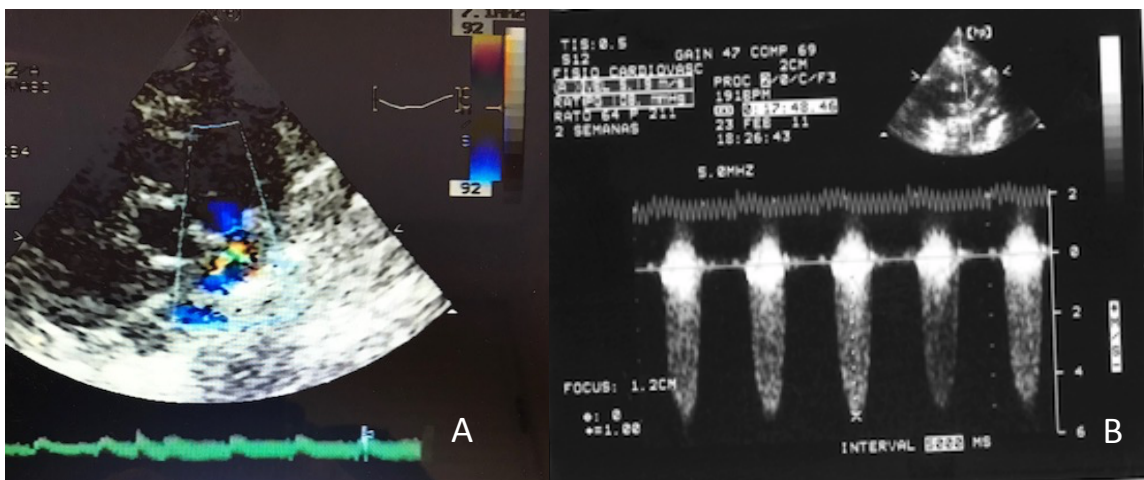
Em A corte paraesternal transversal ao nível da via de saída do VD e do tronco da artéria pulmonar; observe a imagem de mapeamento em cores do fluxo através da bandagem. Em B curva de velocidade do fluxo através da bandagem pulmonar com Doppler contínuo utilizada para cálculo do gradiente sistólico.
